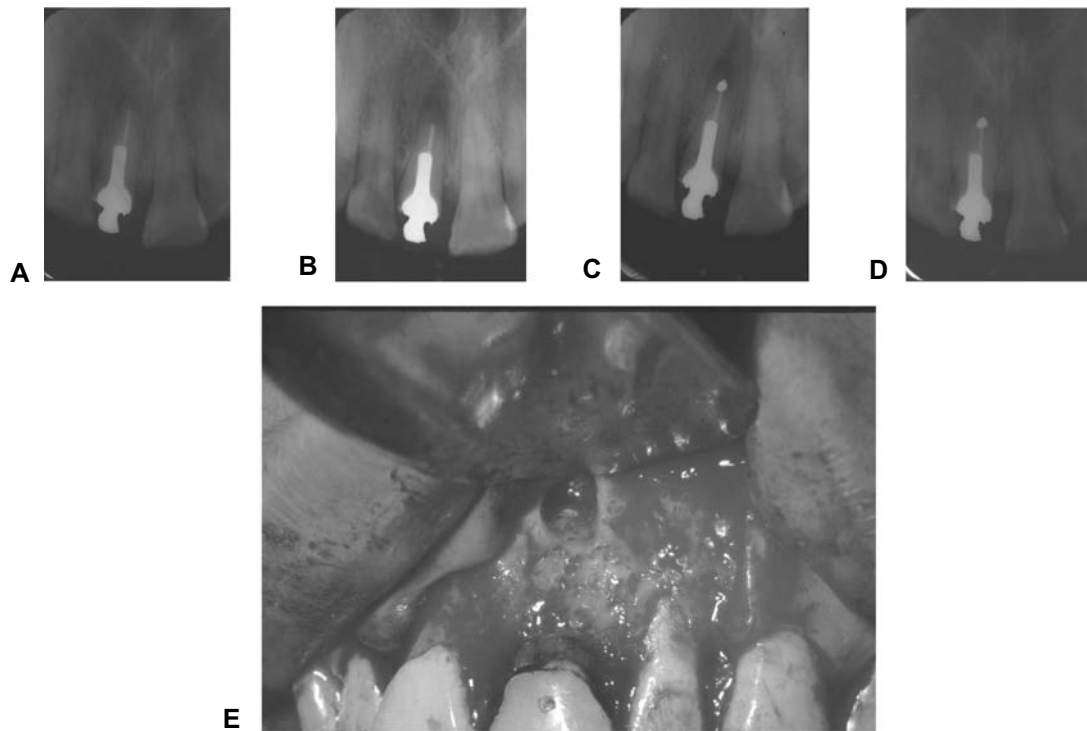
Incisivo central con tratamiento de endodoncia y poste amplio intrarradicular. (A) Radiografía inicial. (B) Apicectomía. (C) Obturación retrógrada con amalgama. (D) Reparación periapical después de 12 meses. (E) Imagen clínica de la obturación retrógrada.
